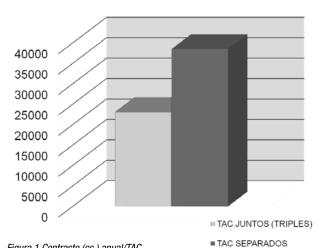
Contraste (cc.) anual/TAC
